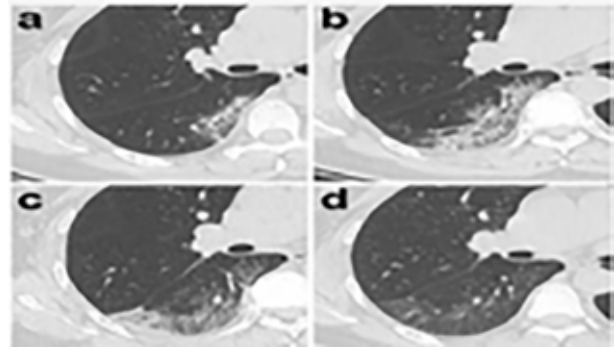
Evolución típica de los hallazgos de la TC en una paciente de 47 años que presenta fiebre persistente (38,8 °C) durante tres días.
